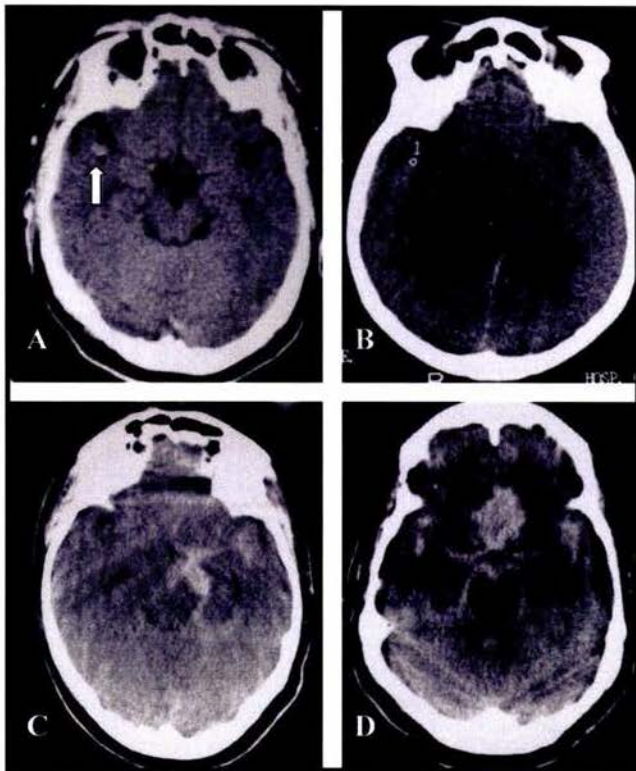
Grados de HSA por escala de Fisher en TC, son cortes axiales, fase simple. Grado 1, lesión sacular-aneurisma (*flecha*) leve hiperdensa en el valle silviano derecho (A, caso 22); grado 2, HSA con 78.62 UH\* en valle silviano derecho (B, caso 39); grado 3, HSA difusa perimesencefálica y valle silviano izquierdo (C, caso 36); y el grado 4, hematoma interhemisférico frontal, HSA perimesencefálica y valle silviano bilateral con extensión intraventricular (IV ventrículo). \*Unidades Hounsfield.
